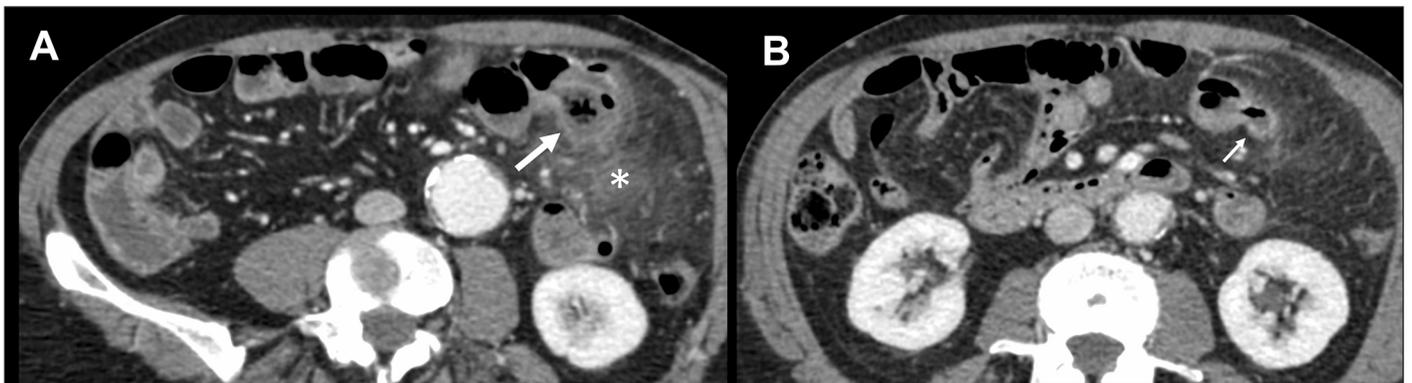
Imagen axial (A) de TC de abdomen con contraste endovenoso donde se evidencia voluminosa imagen de aspecto diverticular en tercio proximal del yeyuno con paredes engrosadas (flecha grande) y aumento de la atenuación de la grasa vecina (*), en probable relación con cambios inflamatorios de aspecto agudo en relación a diverticulitis yeyunal. 6 días después, imagen axial de TC de abdomen con contraste endovenoso (B), donde se evidencia menores cambios de aspecto inflamatorio en la pared de la imagen diverticular y de la grasa vecina, en relación a evolución favorable.
